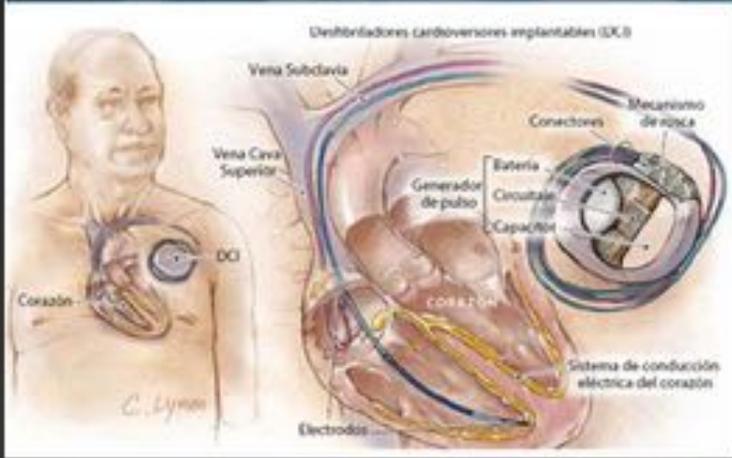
Desfibriladores autoimplantables (dispositivos con riesgo intermedio en RM).
